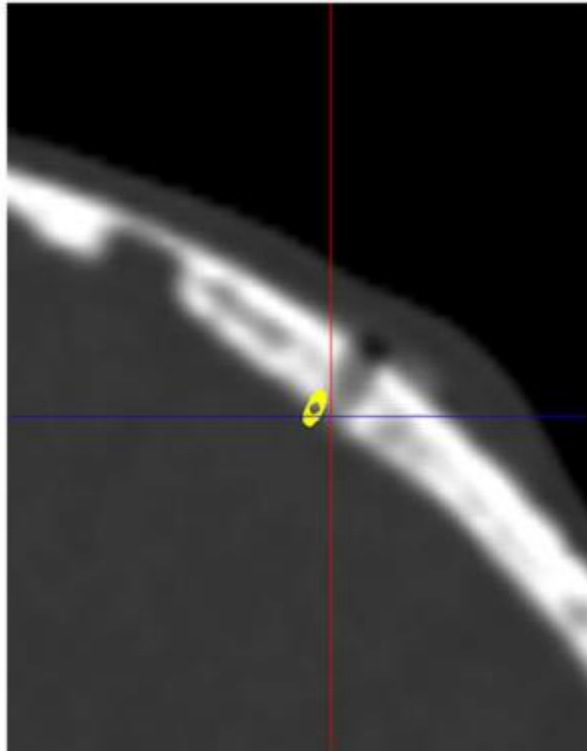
Pacijent sa rigidnim markerom sa četiri referentnih točaka prolazi snimanje CT-om. Preuzeto iz Dlaka i sur. 2018., dorađeno za potrebe diplomskog rada
